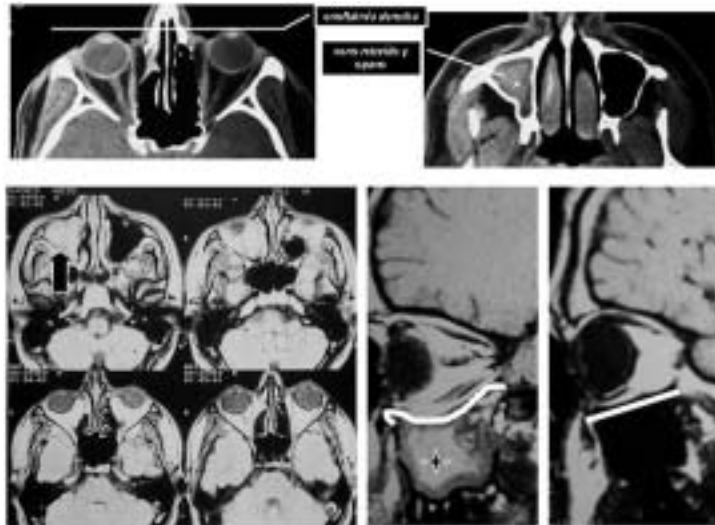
Paciente 2. Tomografía computarizada orbitaria: se señala la enoftalmía y atelectasia maxilar derechas. Resonancia magnética muestra destacada la atelectasia maxilar y succión del piso de la órbita derecha; con fines de comparación se muestra anatomía del piso orbitario izquierdo.
